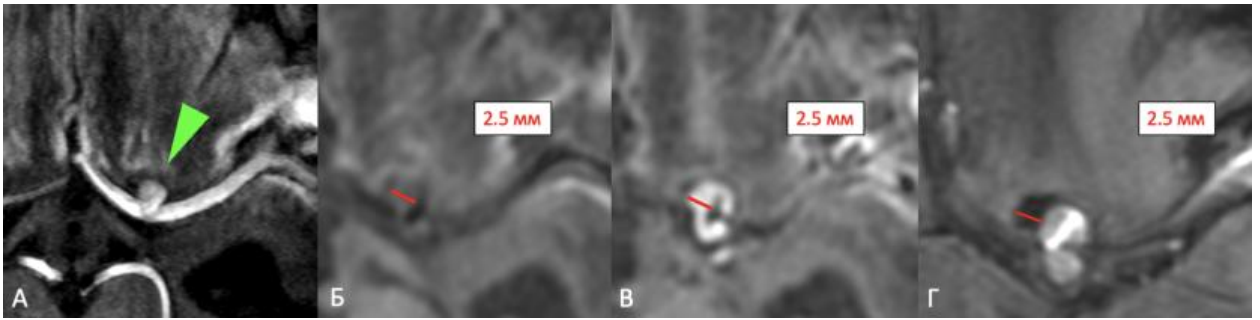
Аневризма средней мозговой артерии (зеленая стрелка) у женщины 43 лет. МРТ: 3D TOF (А) в аксиальной плоскости, T1 SE до (Б) и после (В) внутривенного введения контрастного препарата, SWAN (Г) в аксиальной плоскости. Определяется 4-й тип контрастирования – циркулярное толстослойное контрастирование аневризмы левой СМА (зеленая стрелка) по всему периметру, соответствующее утолщению и снижению МР-сигнала от нее в режиме SWAN
